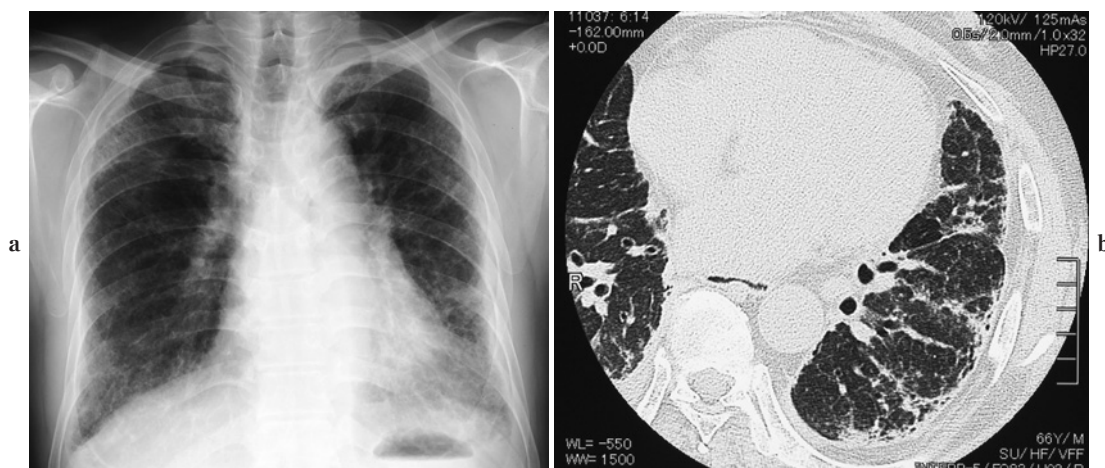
A 65-year-old man with a working history of asbestos-spraying from age 19-30. Chest X-ray demonstrated irregular opacities (Perfusion Rate 3/3), on the whole lung, predominantly in the lower field (a). On computed tomographic (CT) scans, fibrotic lesions were distributed mainly in peribronchovascular regions (b). Honeycomb formation is usually mild in asbestosis compared with idiopathic pulmonary fibrosis.
